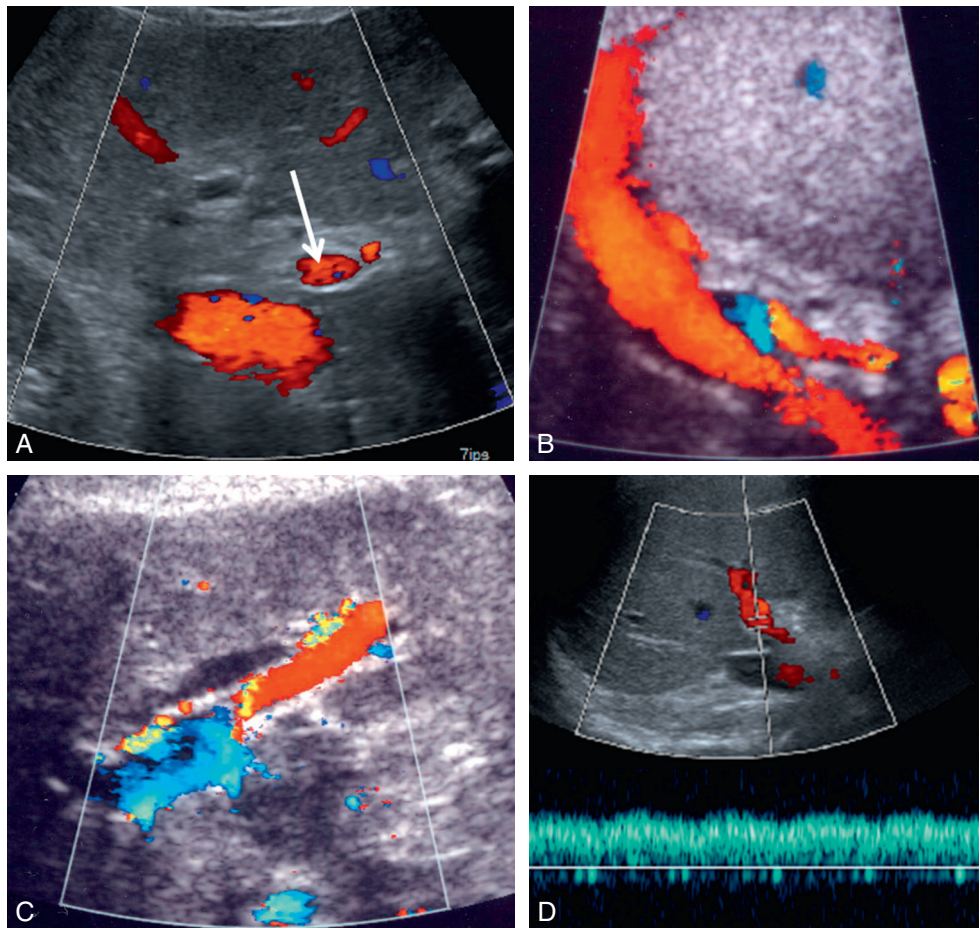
Aspect du tronc porte en Doppler couleur. Coupe axiale oblique perpendiculaire au tronc porte (flèche) (A) et en coupe sagittale oblique, parallèle à son axe (B), avec l'artère sur son flanc antéromédian. Aspect de la bifurcation porte en coupe axiale oblique, avec la branche gauche en rouge et la branche droite en bleu (C). Le flux porte est hépatopète et présente une discrète modulation cardiaque (D).
